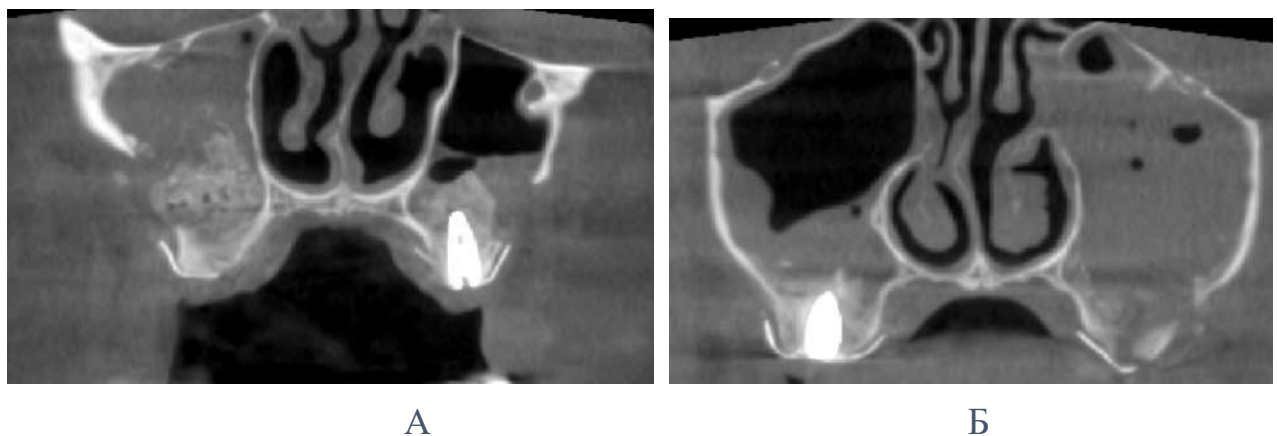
Томографічні ознаки хронічного синуситу із міграцією часточок кісткового трансплантату в порожнину ВЩС після проведення LSFA
